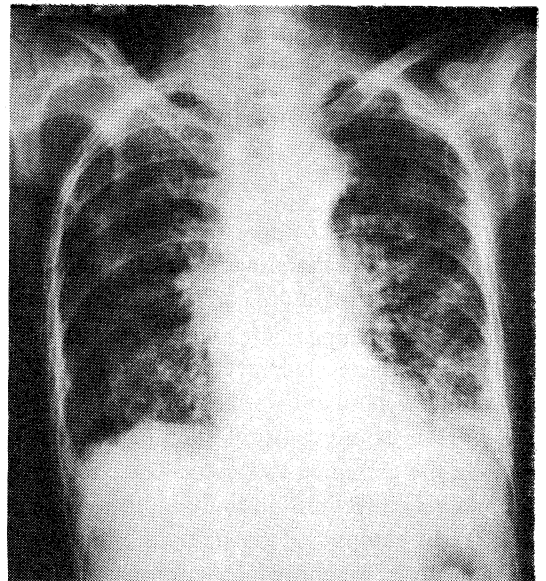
症例1の入院時胸部X線。両側主として中下肺野に線状影(tram line)と粗な網状影があり、また下肺野には細葉ないし小葉大の acinar shadow の散在がある。
